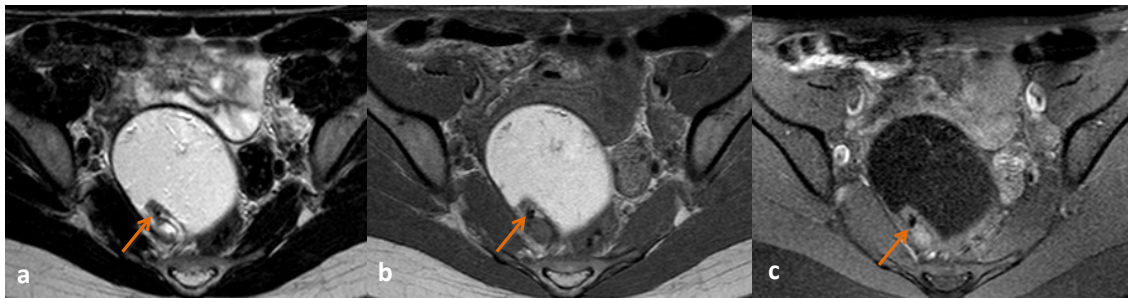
Mulher de 28 anos, com dificuldade em evacuar. Detecção de lesão complexa na área anexial direita em ecografia ginecológica. (a) No axial T2 observa-se na dependência do ovário direito um tumor de morfologia ovalar, contorno regular, com hipersinal. (b) No axial T1 apresenta hipersinal predominante, (c) perdendo sinal na sequência T1 com saturação de gordura, fazendo o diagnóstico de teratoma do ovário direito. Na vertente posterior deste tumor identifica-se pequena loca com hipersinal em T2 e hipossinal em T1, que poderá corresponder a componente quístico, com imagem periférica punctiforme com hipossinal em todas as sequências, sugestiva de natureza cálcica (seta).
